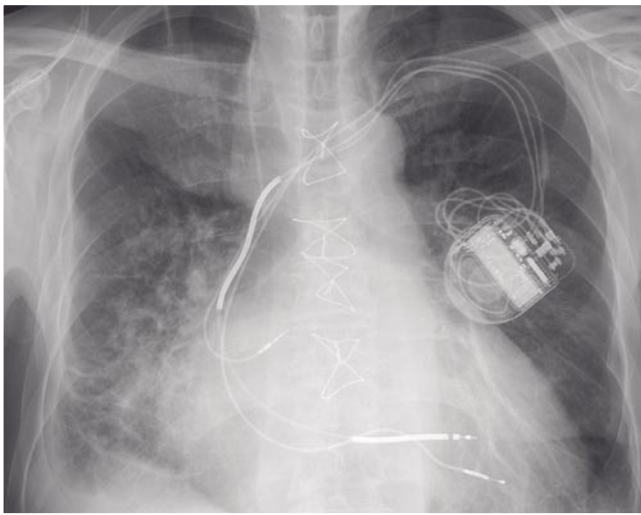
Рентгенограмма органов грудной полости.
